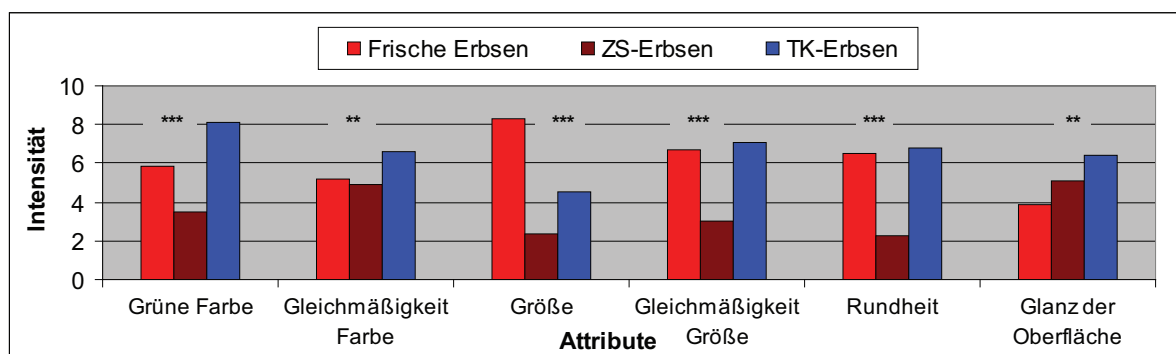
Aussehens-Attribute von Frischen Erbsen, ZS-Erbsen und TK-Erbsen im Vergleich.* \* =  $p < 0.05$ , \*\* =  $p < 0.01$ , \*\*\* =  $p < 0.001$
